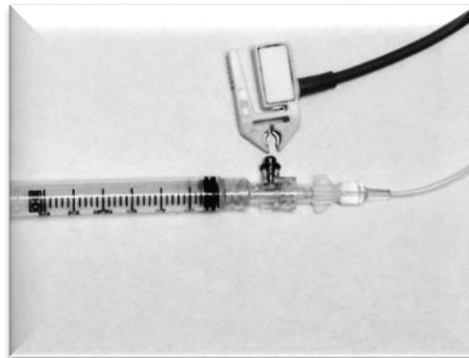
Medida da pressão venosa e radiografia correspondente. Filme superior: ponta do CVU na junção VCI/AD. Filme inferior: CVU no sistema portal
